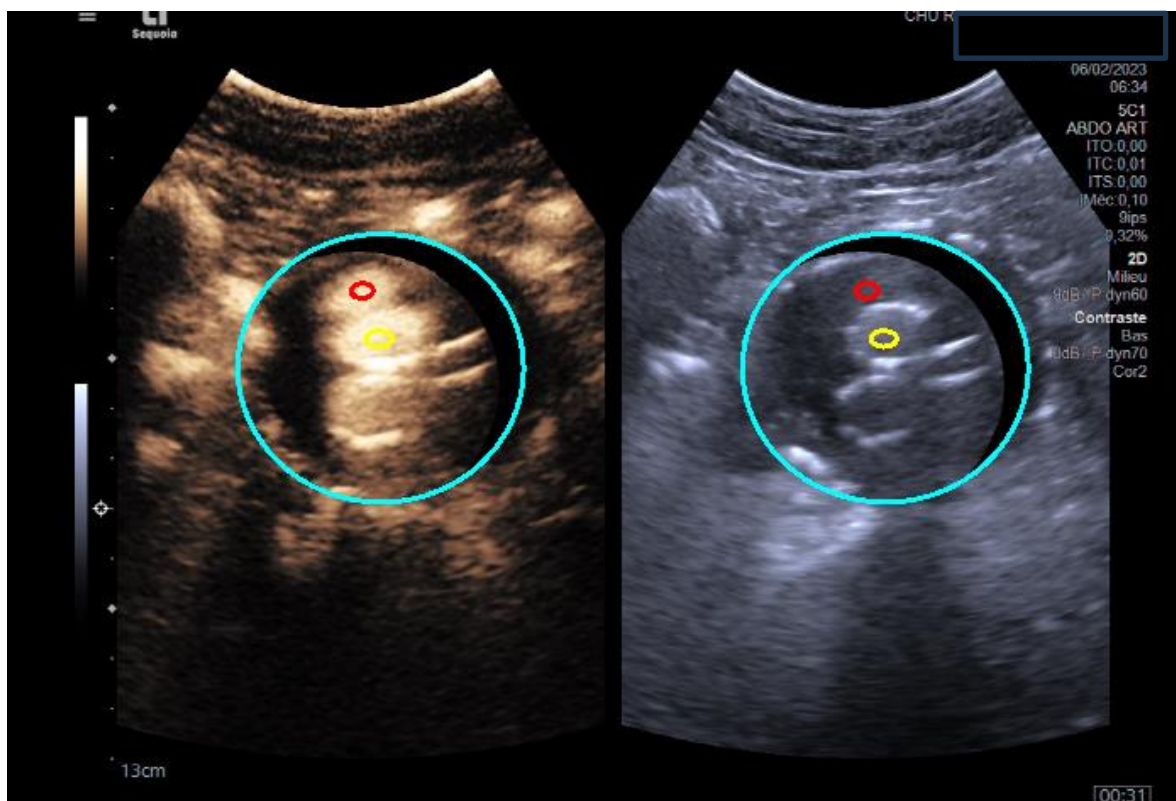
Coupe transversale échographique d'endoprothèse au niveau de l'aorte abdominale.
